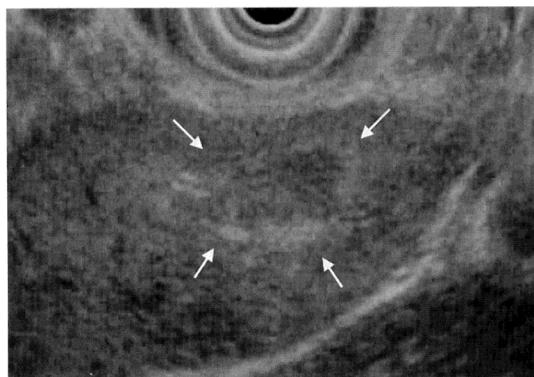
超音波内視鏡検査：脾頭部の径15×11mmの辺縁高エコー、内部がやや低エコーで均一な腫瘍性病変(矢印)。
